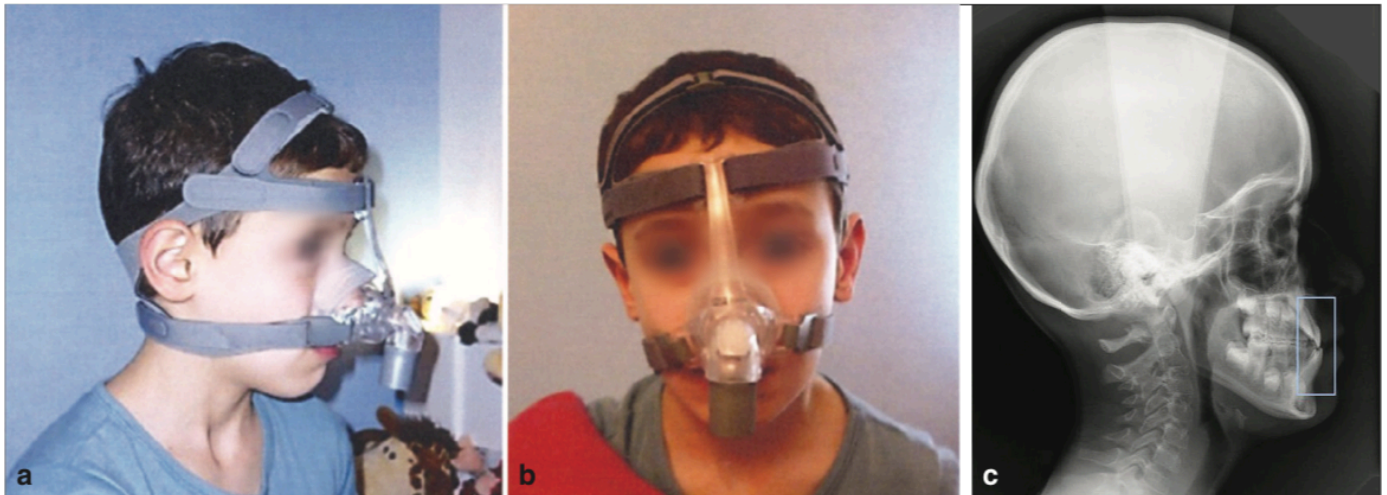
A.J 8 ans, présente un SAOS sévère traité par masque nasal (a, b). On peut observer sur la téléradiographie de profil (c) une hypomaxillie avec une occlusion inversée antérieure, provoquées par le port du masque nasal (courtoisie Julia Cohen-Levy).
